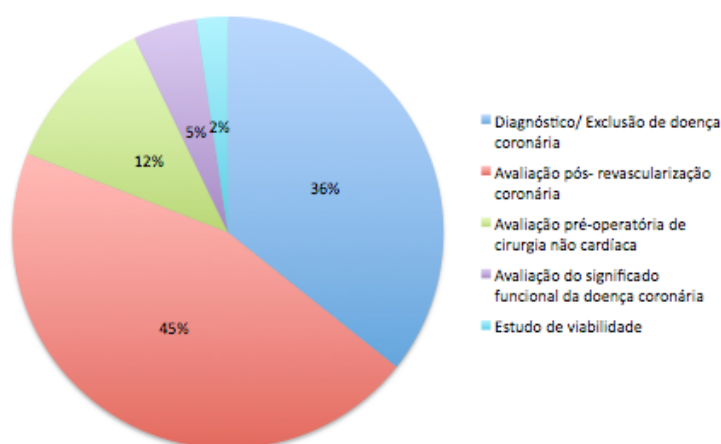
Indicações para ecocardiograma de sobrecarga farmacológica.
